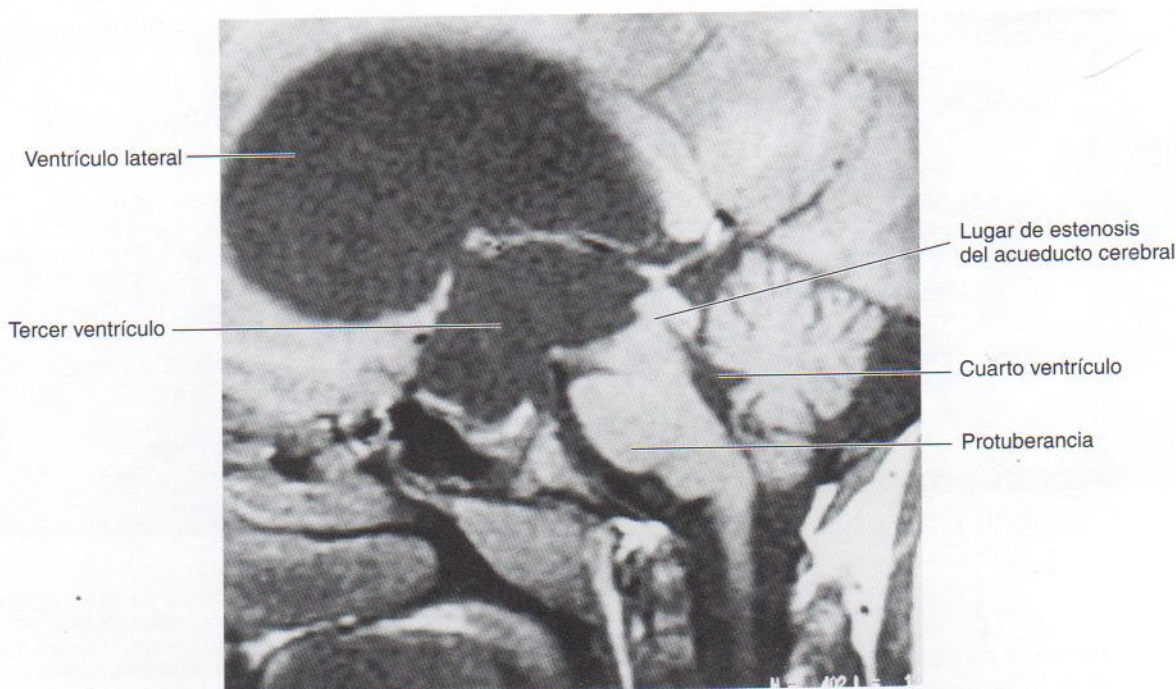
Estenosis congénita del acueducto cerebral. Esta imagen de resonancia magnética de un niño de nueve meses de edad con una cabeza grande muestra los ventrículos laterales y tercero de gran tamaño. El LCR aparece oscuro en estas imágenes. El acueducto cerebral aparece como una línea oscura ventral respecto al techo del mesencéfalo. El extremo craneal del acueducto es estenótico (estrecho), lo que comporta la ausencia de LCR oscuro. (Cortesía del Dr. Gerald S. Smyser, Altru Health System, Grand Forks, ND, EE.UU.)
